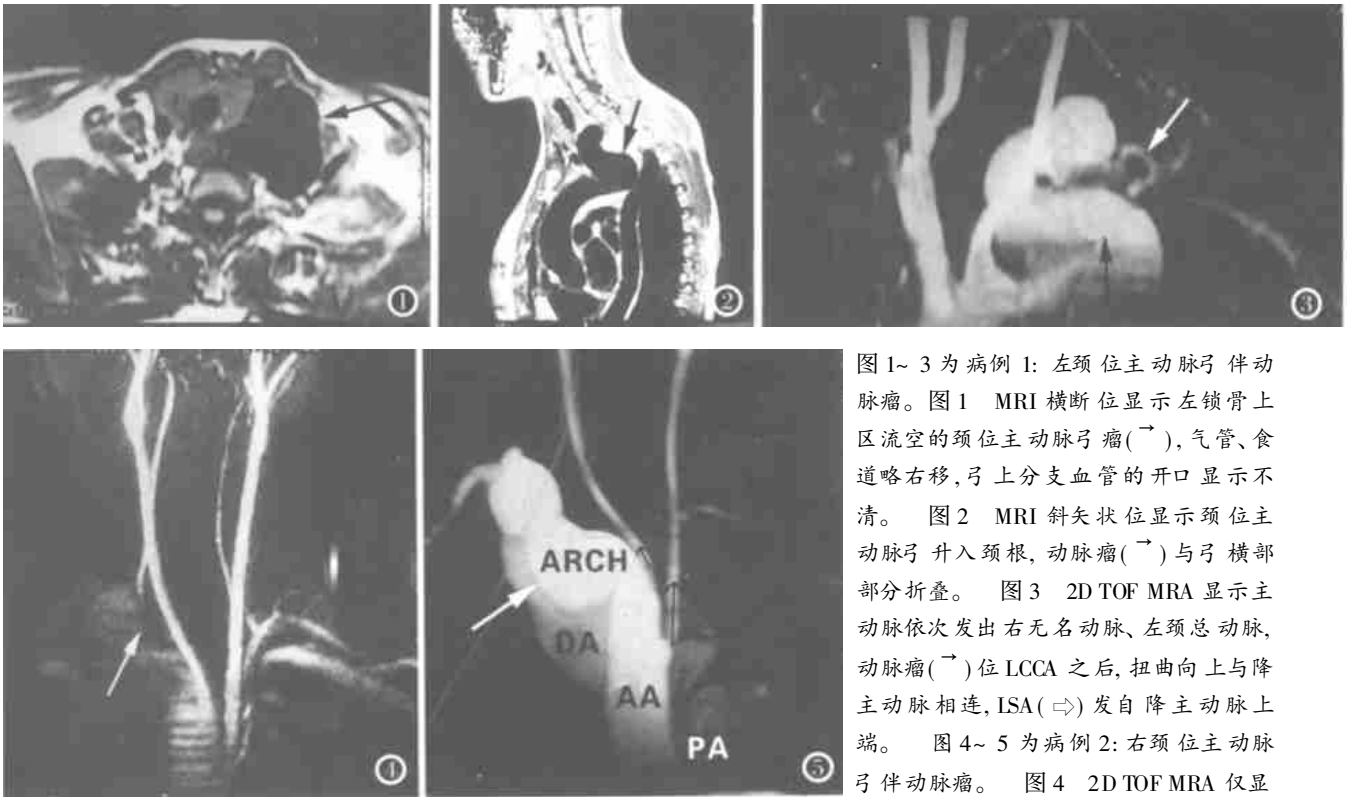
~3为病例1:左颈位主动脉弓伴动脉瘤。图1 MRI横断位显示左锁骨上区流空的颈位主动脉弓瘤(→),气管、食道略右移,弓上分支血管的开口显示不清。图2 MRI斜矢状位显示颈位主动脉弓升入颈根,动脉瘤(→)与弓横部部分折叠。图3 2D TOF MRA显示主动脉依次发出右无名动脉、左颈总动脉,动脉瘤(→)位LCCA之后,扭曲向上与降主动脉相连,ISA(⇨)发自降主动脉上端。图4~5为病例2:右颈位主动脉弓伴动脉瘤。图4 2D TOF MRA仅显示部分升主动脉,LCCA,RCCA,右颈位主动脉弓及动脉瘤(⇨)信号较弱,无法显示其具体形态,RSA未显示,ALSA开口显示不清。图5 3D DCE MRA MIP重建图像显示右颈位主动脉弓(⇨)及LCCA,RCCA,RSA,RSA旁弓的顶端可见一憩室,弓降部向左下与左位降主动脉相连,ALSA信号相对较弱,隐约可见发自降主动脉上段,开口处局部膨大。
